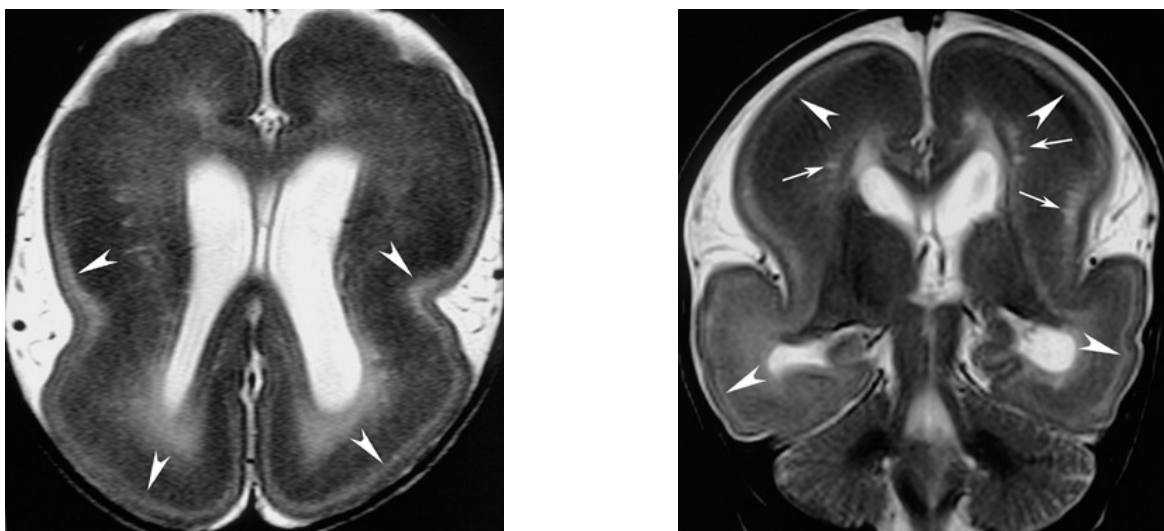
МРТ головного мозга, аксиальная и коронарная проекции.
